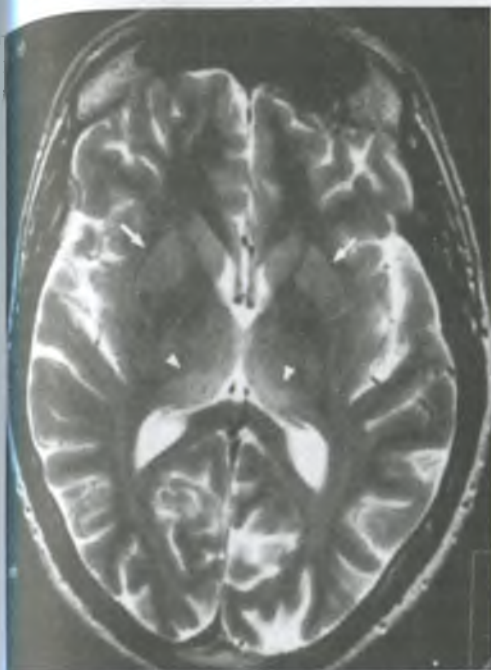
МРТ головного мозга в режиме T2 пациента с болезнью Крейтцфельда—Якоба: участки с повышенным сигналом (просветления) в зоне базальных ганглиев и таламусов (указаны стрелками).
